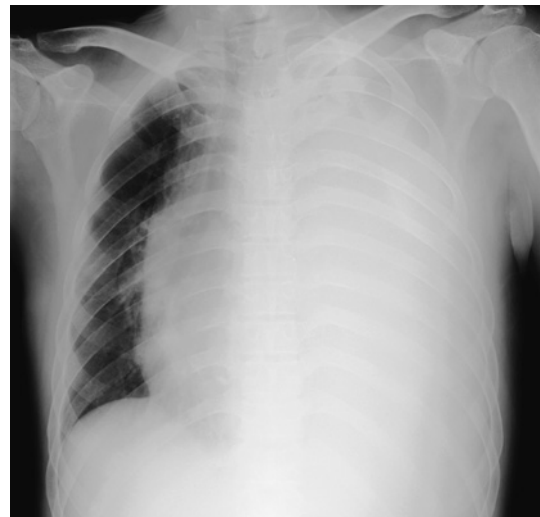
A chest X-ray showing the loss of permeability of the left lung and the shift of the mediastinum to the right side.
